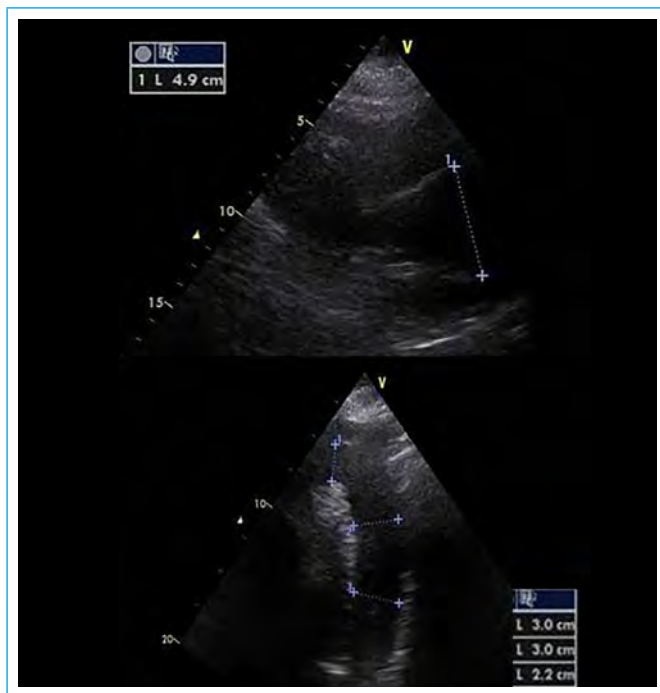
Ecocardiograma transtorácico, donde se evidencia dilatación y pérdida de la arquitectura de la aorta ascendente proximal (*izquierda*) y aorta torácica descendente proximal (*derecha*)
